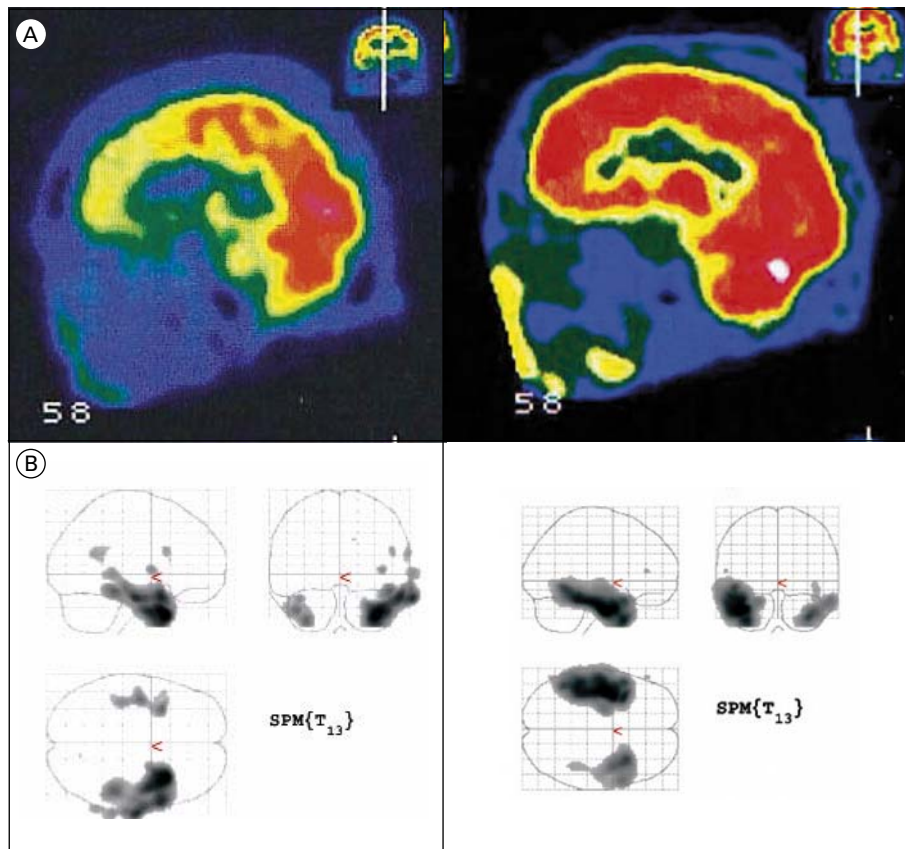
L'hypométabolisme en scintigraphie (A) et PET scan (B) prédomine dans les régions temporales mais peut s'étendre à la région orbito frontale.
